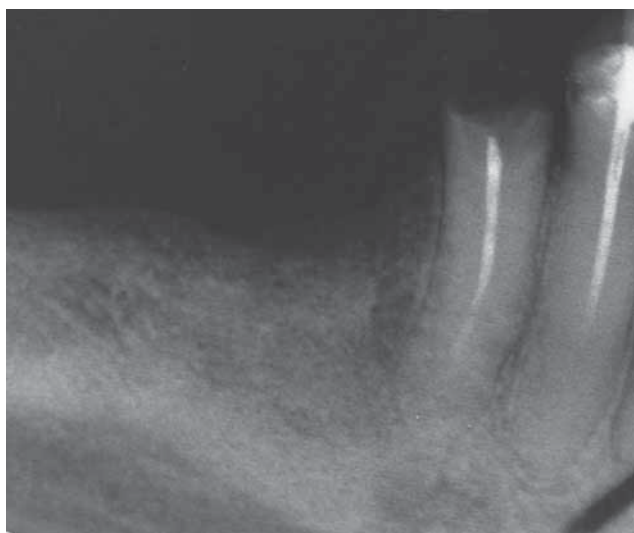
Рентгенологическая картина в день операции.
